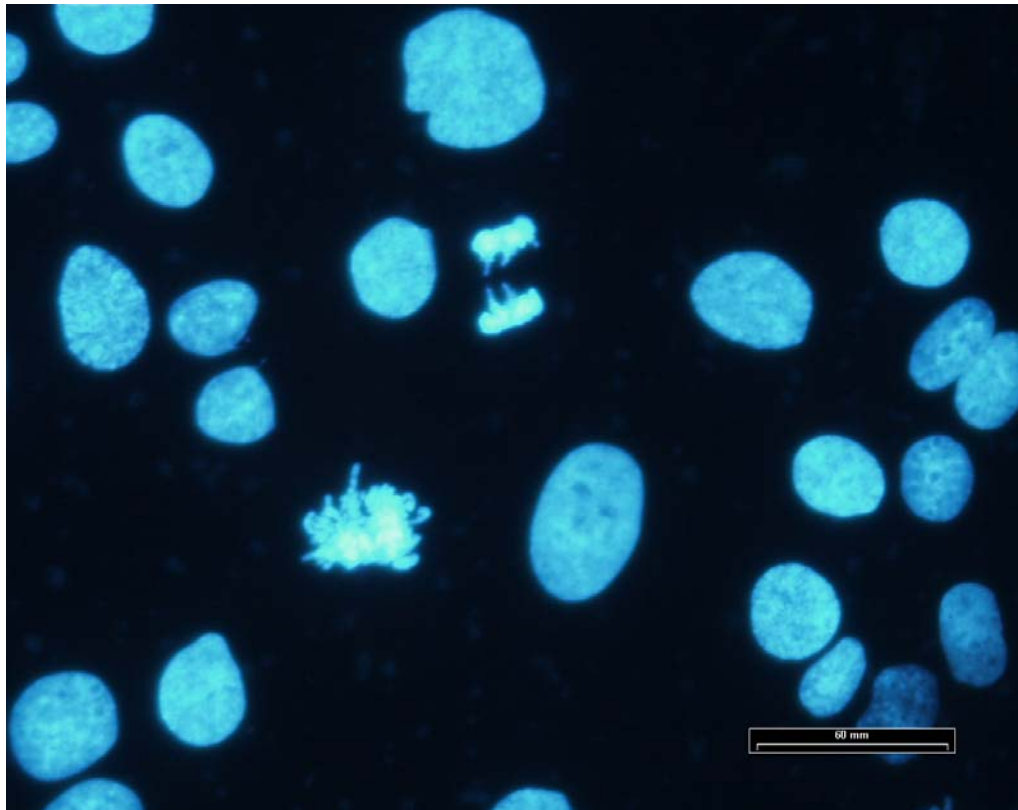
Gesunde BT-20-Zellen ohne Mycoplasmenbefall, Darstellung der glatt begrenzten Zellkerne durch Anfärbung mit Bisbenzimidazol, in der Bildmitte sind zwei Mitosen erkennbar; Meßbalken: 60 μ m
